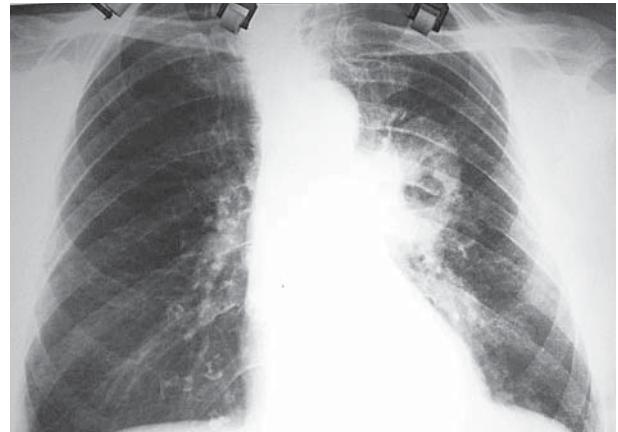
Рентгенограмма органов грудной полости от 07.05.2013 г.
